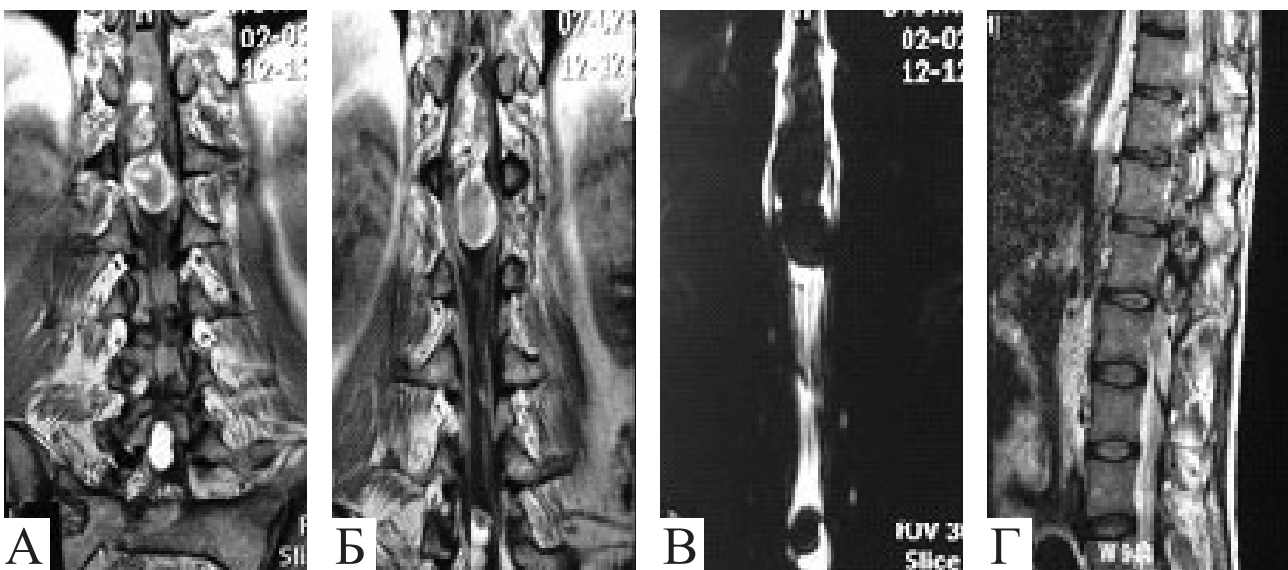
МРТ хворого після ендovasкулярного лікування: А, Б — пряма проекція; В — судинний режим; Г — бічна проекція
